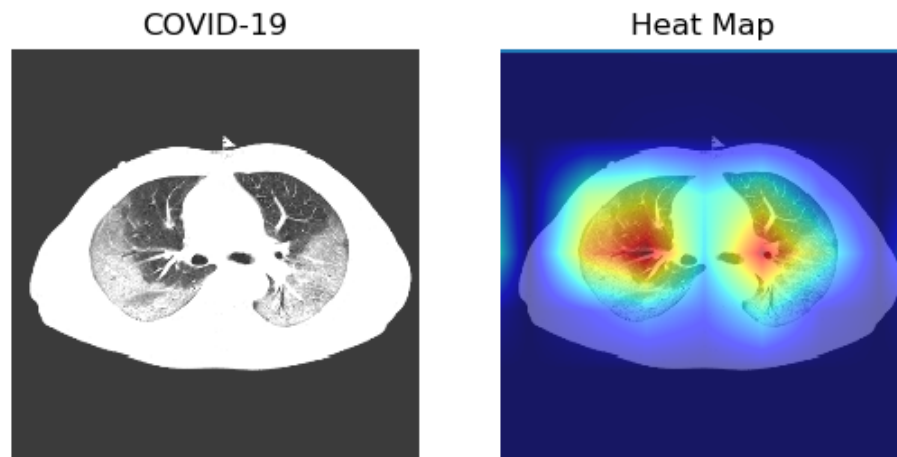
Grad-CAM de imagen CT categoría COVID-19. Se utilizó la imagen de la Figura 4.10 y el modelo retorna los resultados 0.9999 y 0.0001 para las clases COVID-19 y Normal respectivamente.
